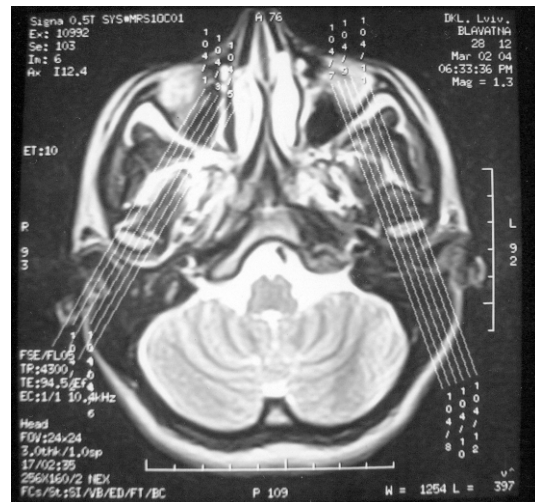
Косі сагітальні МРТ-зрізи (перпендикулярні до голівки СНЩС) у аксіальній проекції
